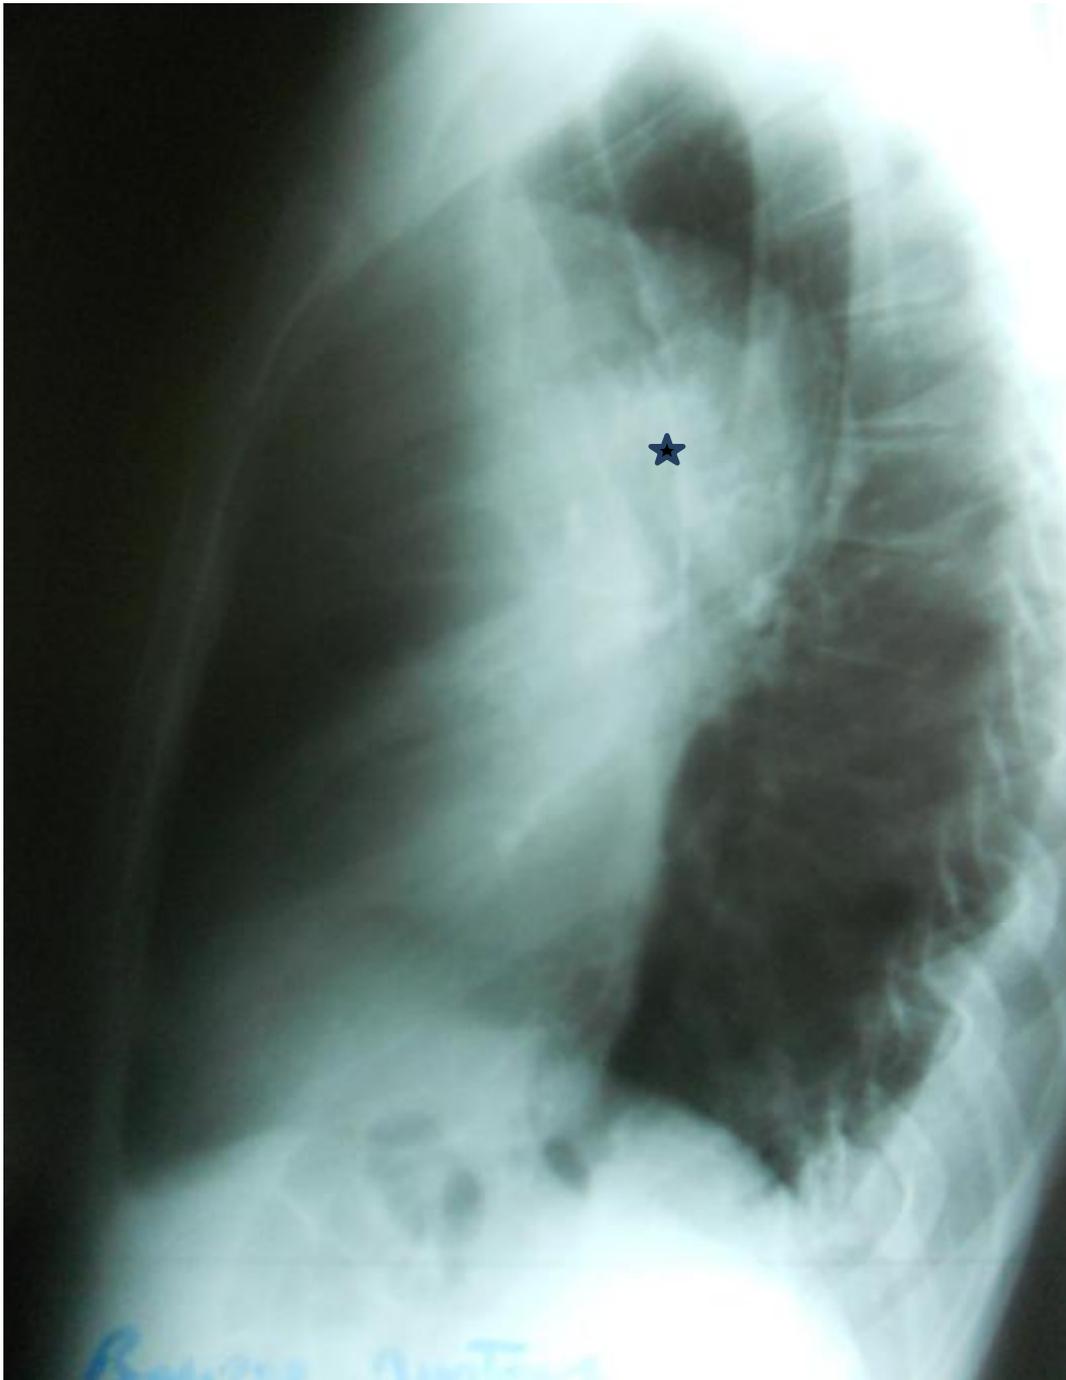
radiographie thoracique de profile du même patient (Figure 12).
